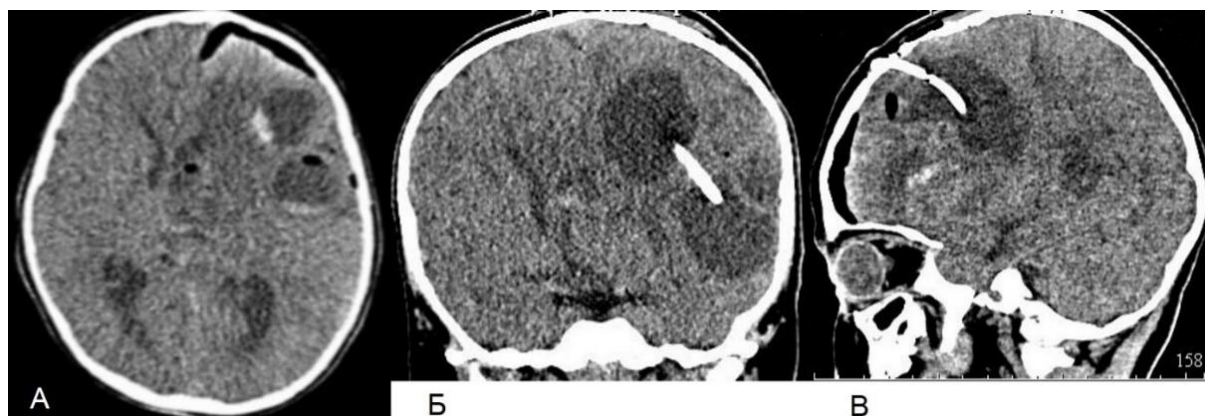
КТ головного мозга без контрастирования пациента Д., 2 лет, через 3 сут после хирургического лечения в аксиальной (А), коронарной (Б) и сагиттальной (В) проекциях
